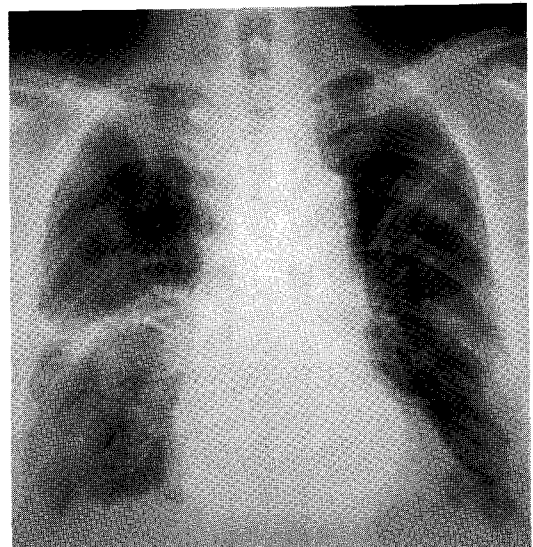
Initial chest radiograph shows multifocal airspace opacities bilaterally predominant in the lung periphery.
